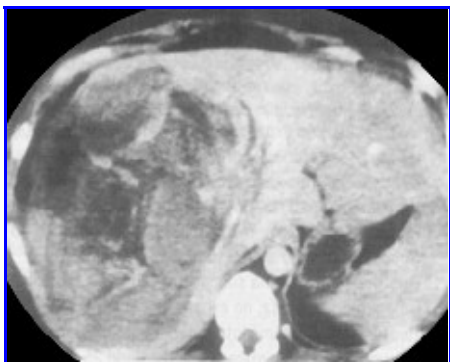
TAC de abdomen. Gran traumatismo de lóbulo derecho de hígado, efracción en lóbulo izquierdo.
